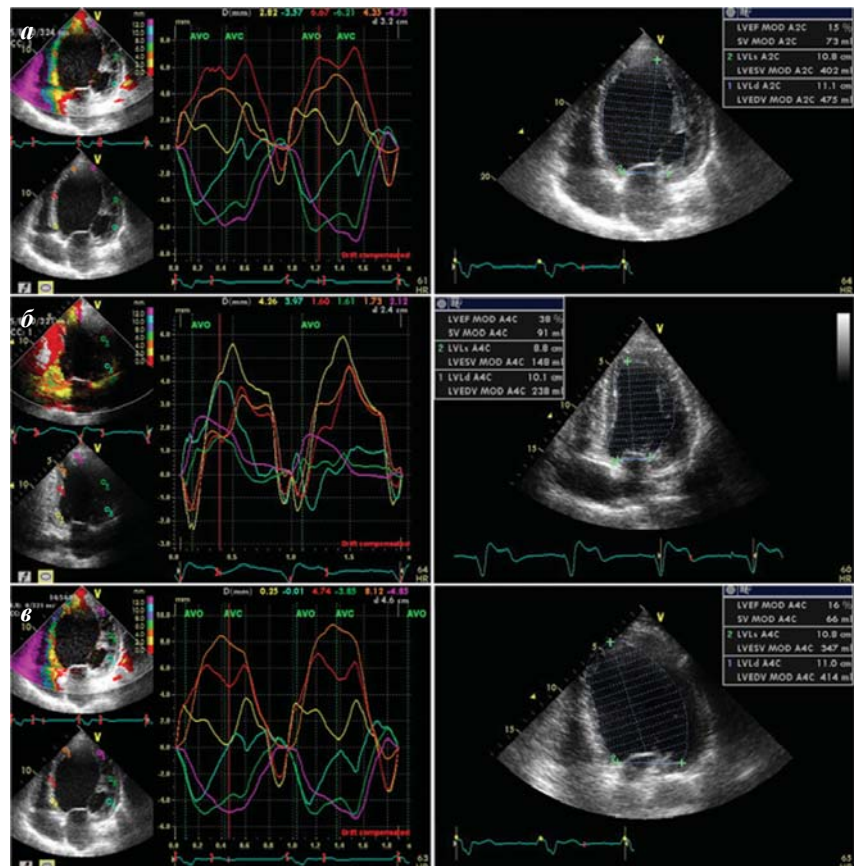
Данные эхокардиографии и доплерографии по методу Tissue Tracking пациента Н. до операции (а), через 6 (имплантация АМККМ + активный режим КРТ - б) и 12 месяцев после операции (пассивный режим КРТ - в).
